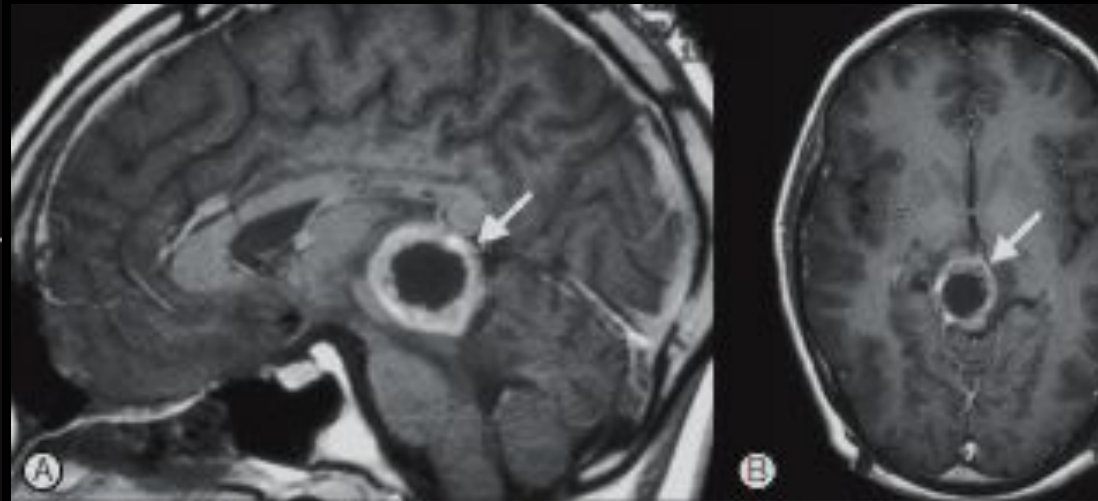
Tectal glioma. Postcontrast (A) sagittal and (B) axial T₁ MRI shows enhancing cystic mass in tectal region (arrow).
